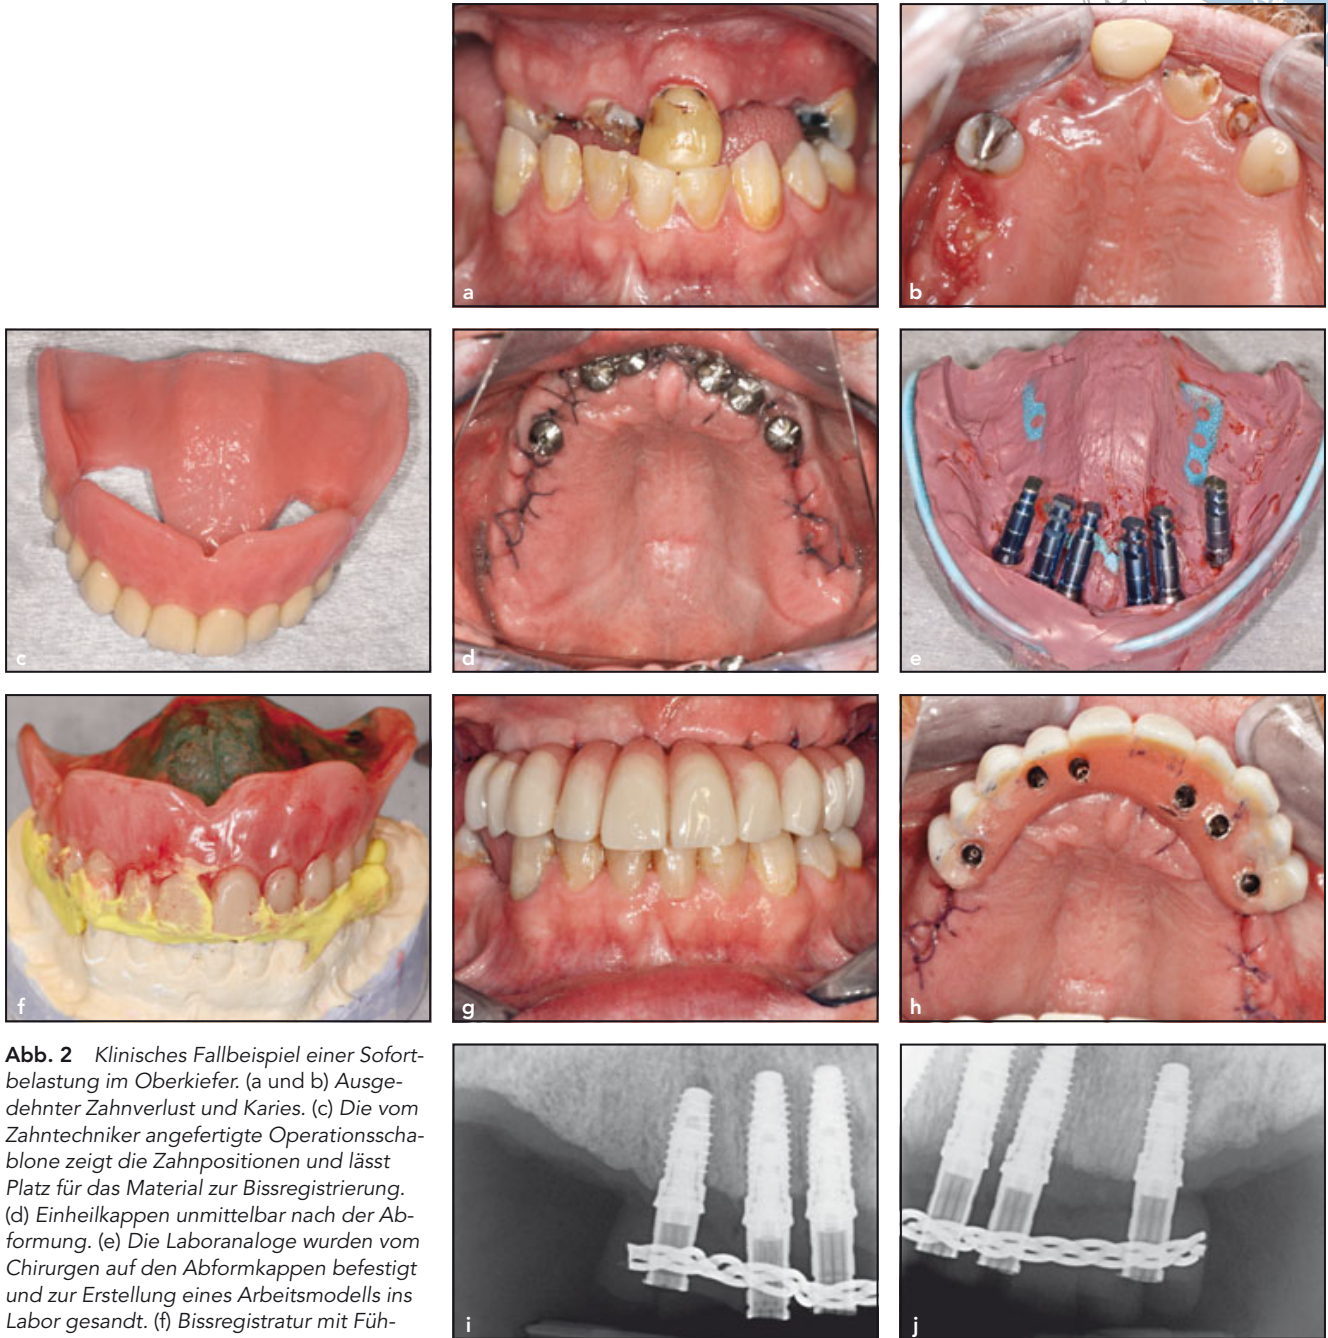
Klinisches Fallbeispiel einer Sofortbelastung im Oberkiefer. (a und b) Ausgedehnter Zahnverlust und Karies. (c) Die vom Zahntechniker angefertigte Operationsschablone zeigt die Zahnpositionen und lässt Platz für das Material zur Bissregistrierung. (d) Einheilkappen unmittelbar nach der Abformung. (e) Die Laboranaloge wurden vom Chirurgen auf den Abformkappen befestigt und zur Erstellung eines Arbeitsmodells ins Labor gesandt. (f) Bissregistratur mit Führungsplatte. (g und h) Vom Zahntechniker angefertigte provisorische Restauration. (i und j) Röntgenaufnahmen 6 Monate nach dem Einsetzen der provisorischen Restauration.
